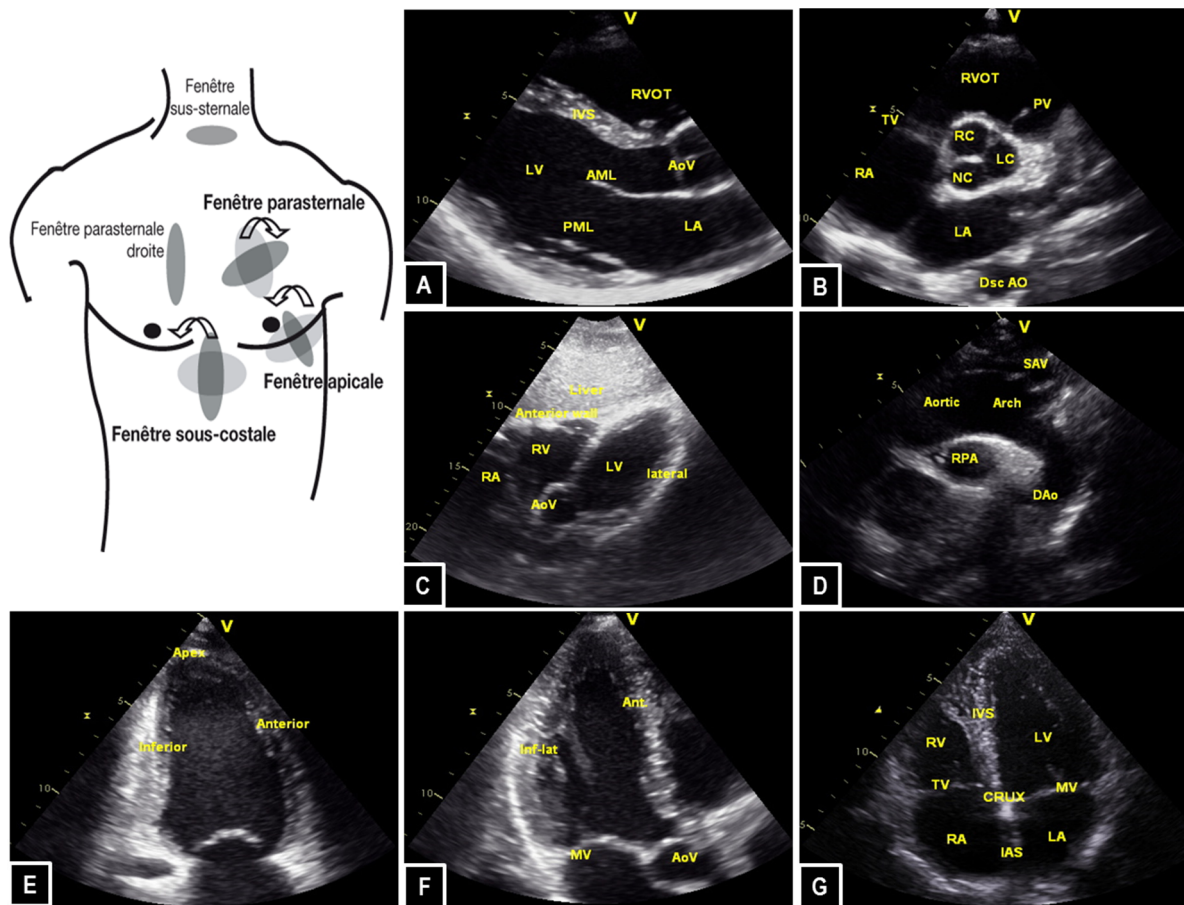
Exemples de fenêtres d'acquisition des images à l'échocardiographie Doppler
